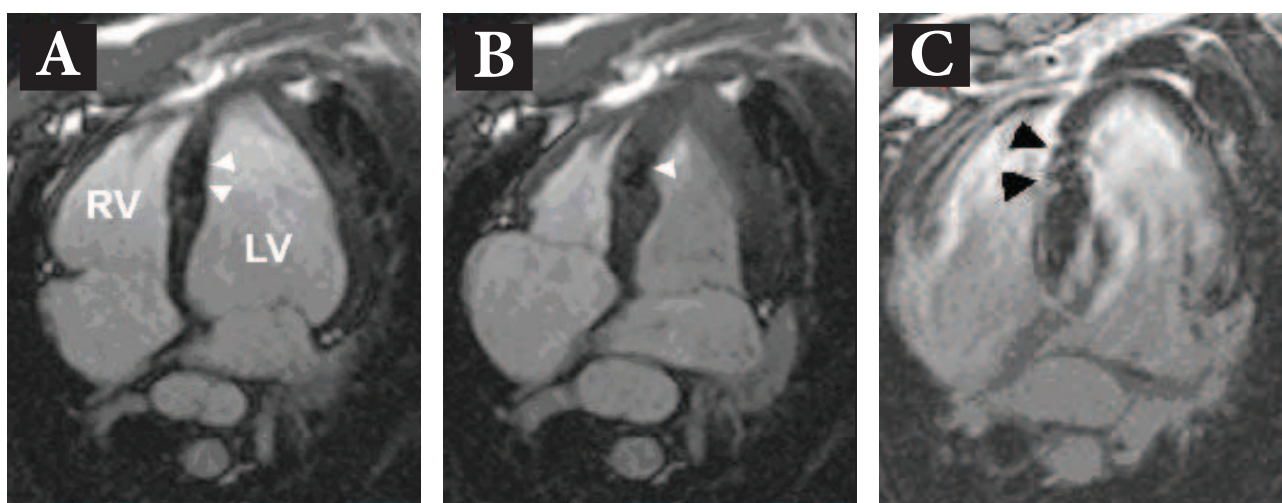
SSFP-Cine-MRT-Untersuchung zur Evaluation der Myokardkontraktion in Diastole (A) und Systole (B), die weißen Pfeile kennzeichnen den Patchbereich; C: Contrast-Enhanced-MRT-Untersuchung zur Vitalitätsdiagnostik, die schwarzen Pfeile kennzeichnen die fleckige Kontrastmittelanreicherung („patchy enhancement“) im Patchbereich.
